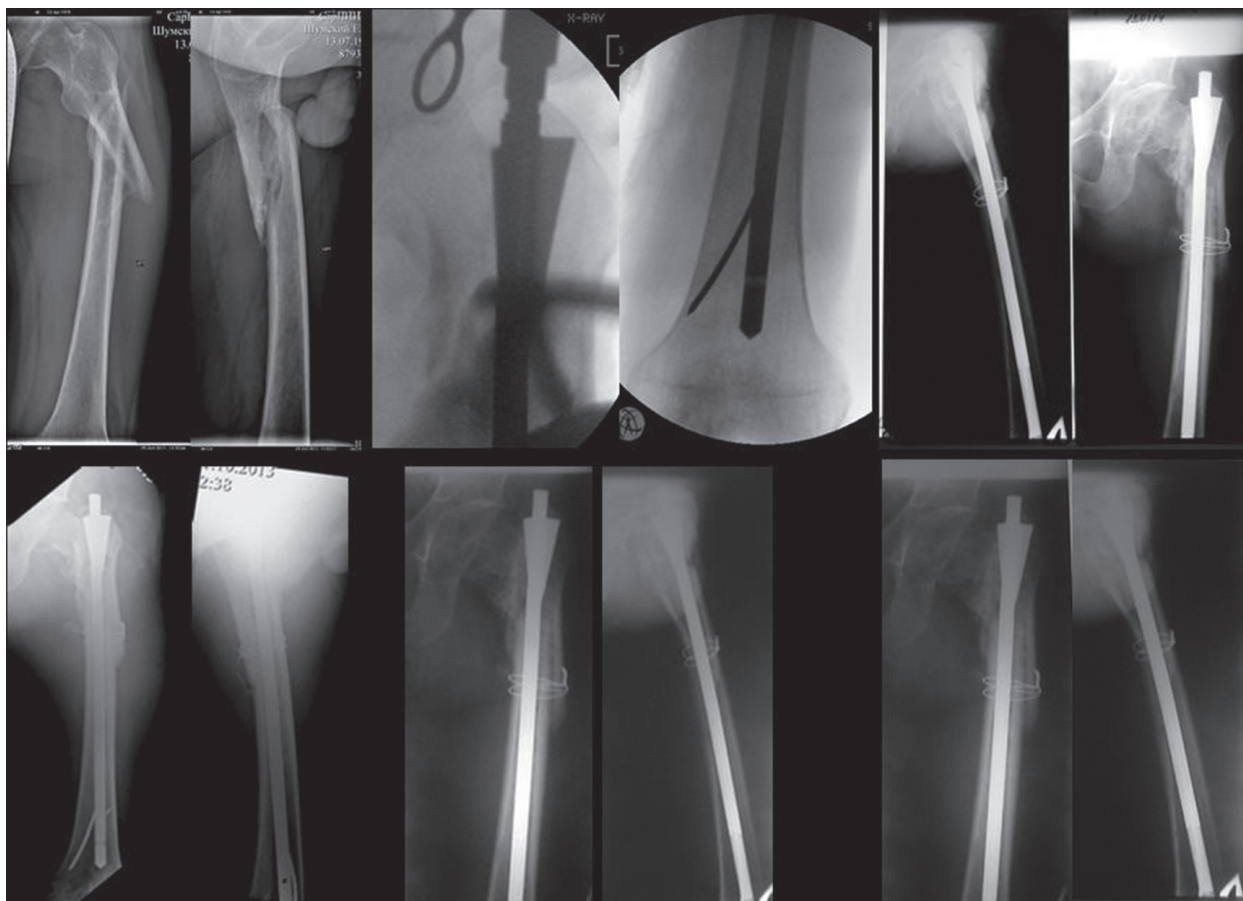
Рентгенограммы пациента П. в процессе лечения: *первая* — при поступлении; *вторая* — во время операции (ЭОП); *третья* — после операции (1-е сутки); *четвертая* — через 1 месяц; *пятая* — через 3 месяца; *шестая* — через 6 месяцев после операции
